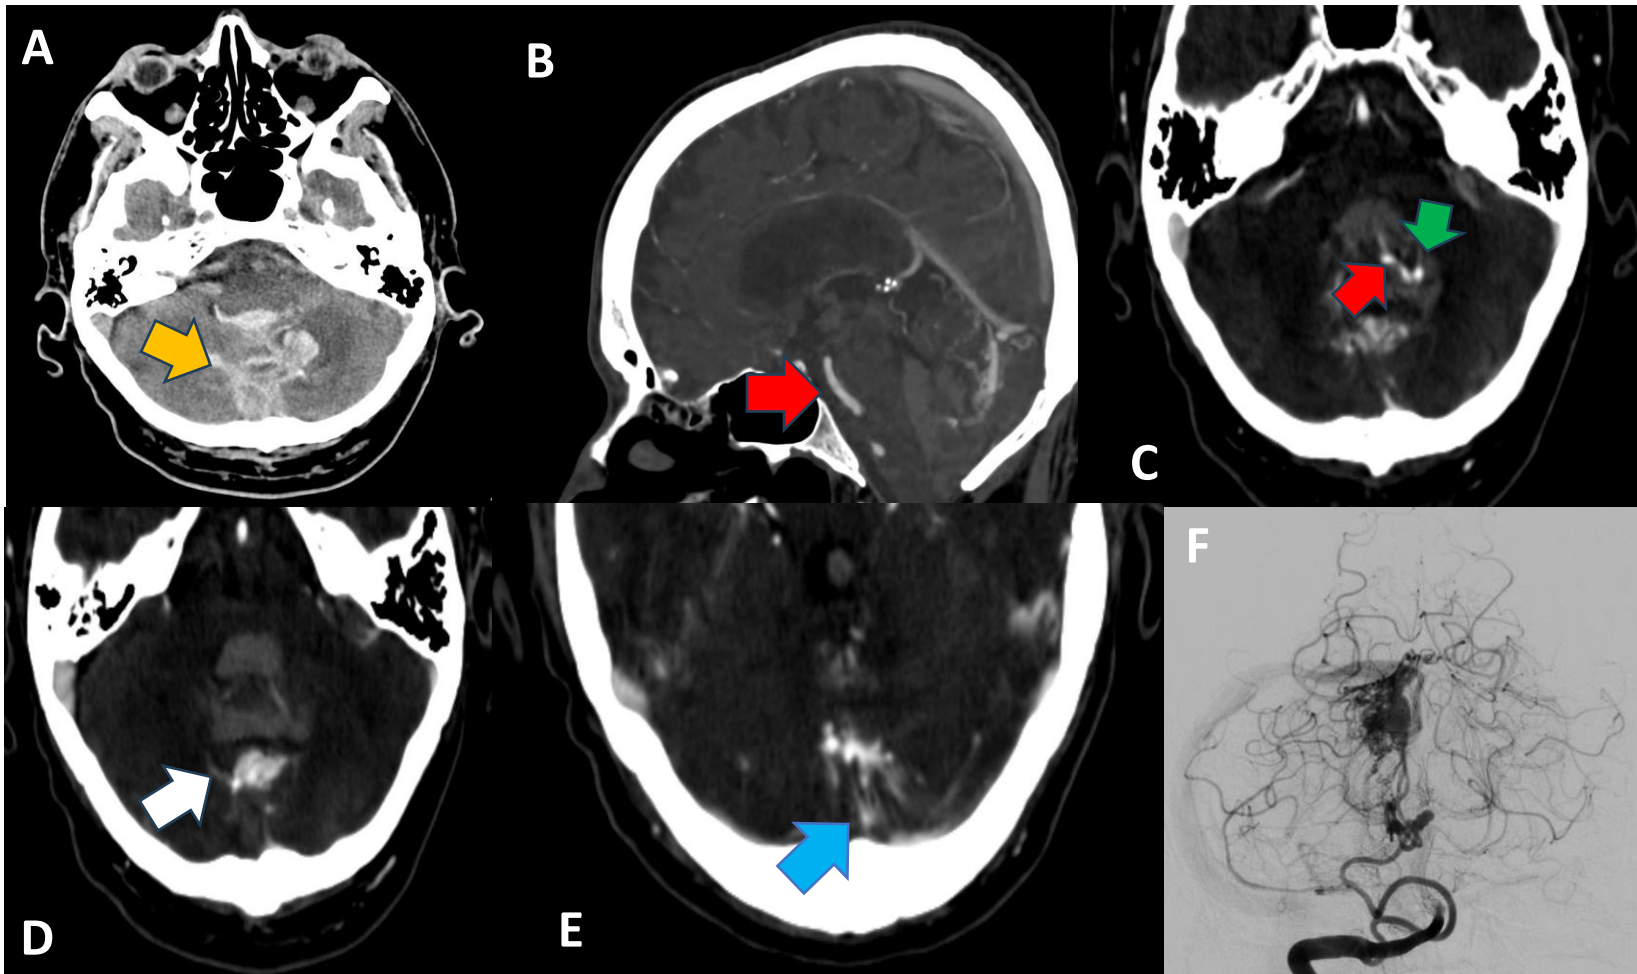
Paciente que se realiza un TC simple que muestra HSA en surcos hemisféricos cerebelosos (A, flecha naranja). Se realiza un ATC, donde se observa una MAV vermiana, observando una arteria aferente a partir del trono basilar (B,C; flechas rojas), con una formación aneurismática asociada (flecha verde), y un nidus vascular arterio-venoso asociado (flecha blanca), con una vena de drenaje hacia el seno transversal izquierdo (E, flechas azules). La imagen F, muestra la imagen de arteriografía que confirma el diagnóstico.
